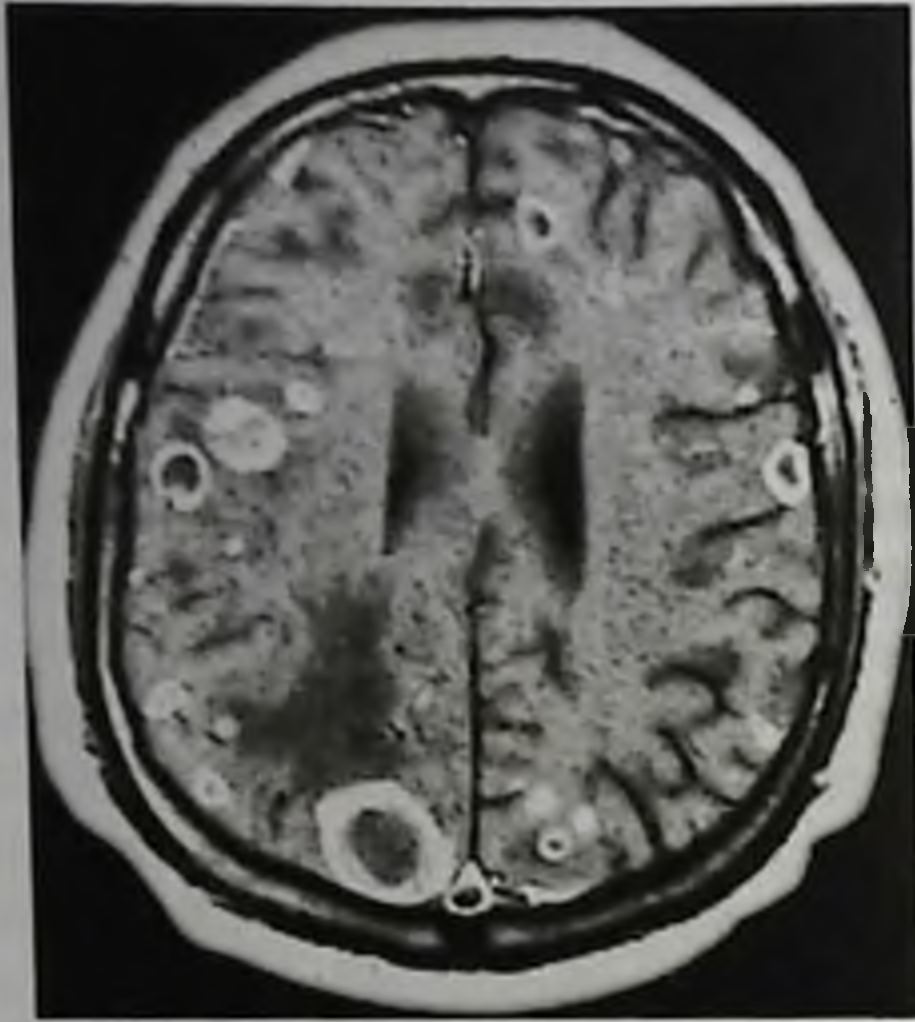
Множественные метастазы рака в головной мозг. Магнитно-резонансная томограмма, T1-взвешенное изображение с контрастным усилением
